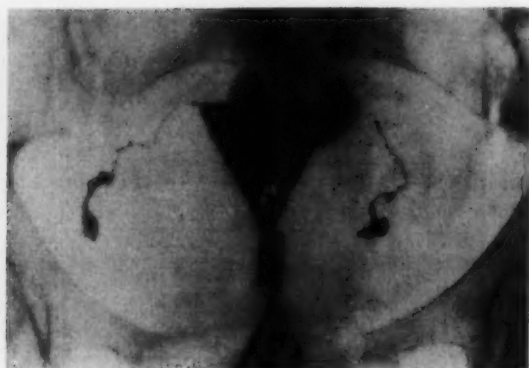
Röntgenbild des Uterus einer Frau mit 4 Kindern.
